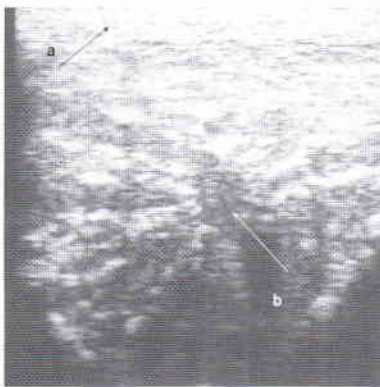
Ultrasonograficzny obraz przekroju poprzecznego jądra z przyłożenia głowicy do brzoju najądrzowego jądra: a – hiperechogeniczny obraz jądra objętego zanikiem i zwłóknieniem
